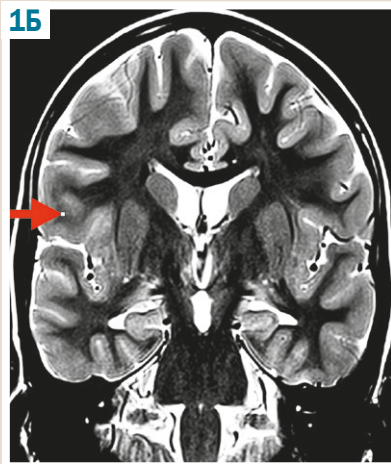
Передопераційне МРТ хворої Т. Дифузна кортикальна дисплазія лобово-скронєво-тім'яної ділянки. А: аксіальний зріз; Б: коронарний зріз.
